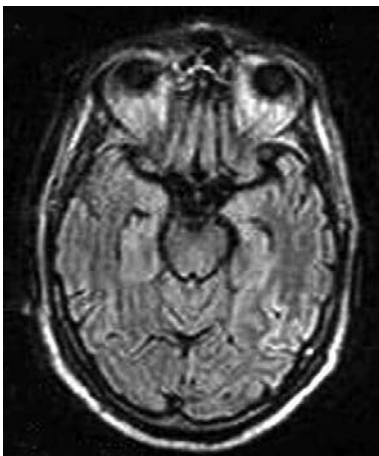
Axial FLAIR. Hiperintensidad cortical en lóbulo temporal e hipocampo izquierdo. Hiperintensidad en giro inferior temporal derecho.
